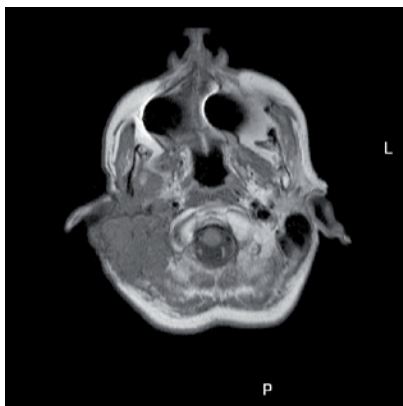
RM en plano axial T1 de Ca mucoepidermoide de parótida derecha. Masa de unos 8 cm. de diámetro máximo que crece desde el lóbulo profundo de la parótida derecha, de señal intermedia, que compromete a músculos masticatorios y rama mandibular e infiltrando hueso temporal.
